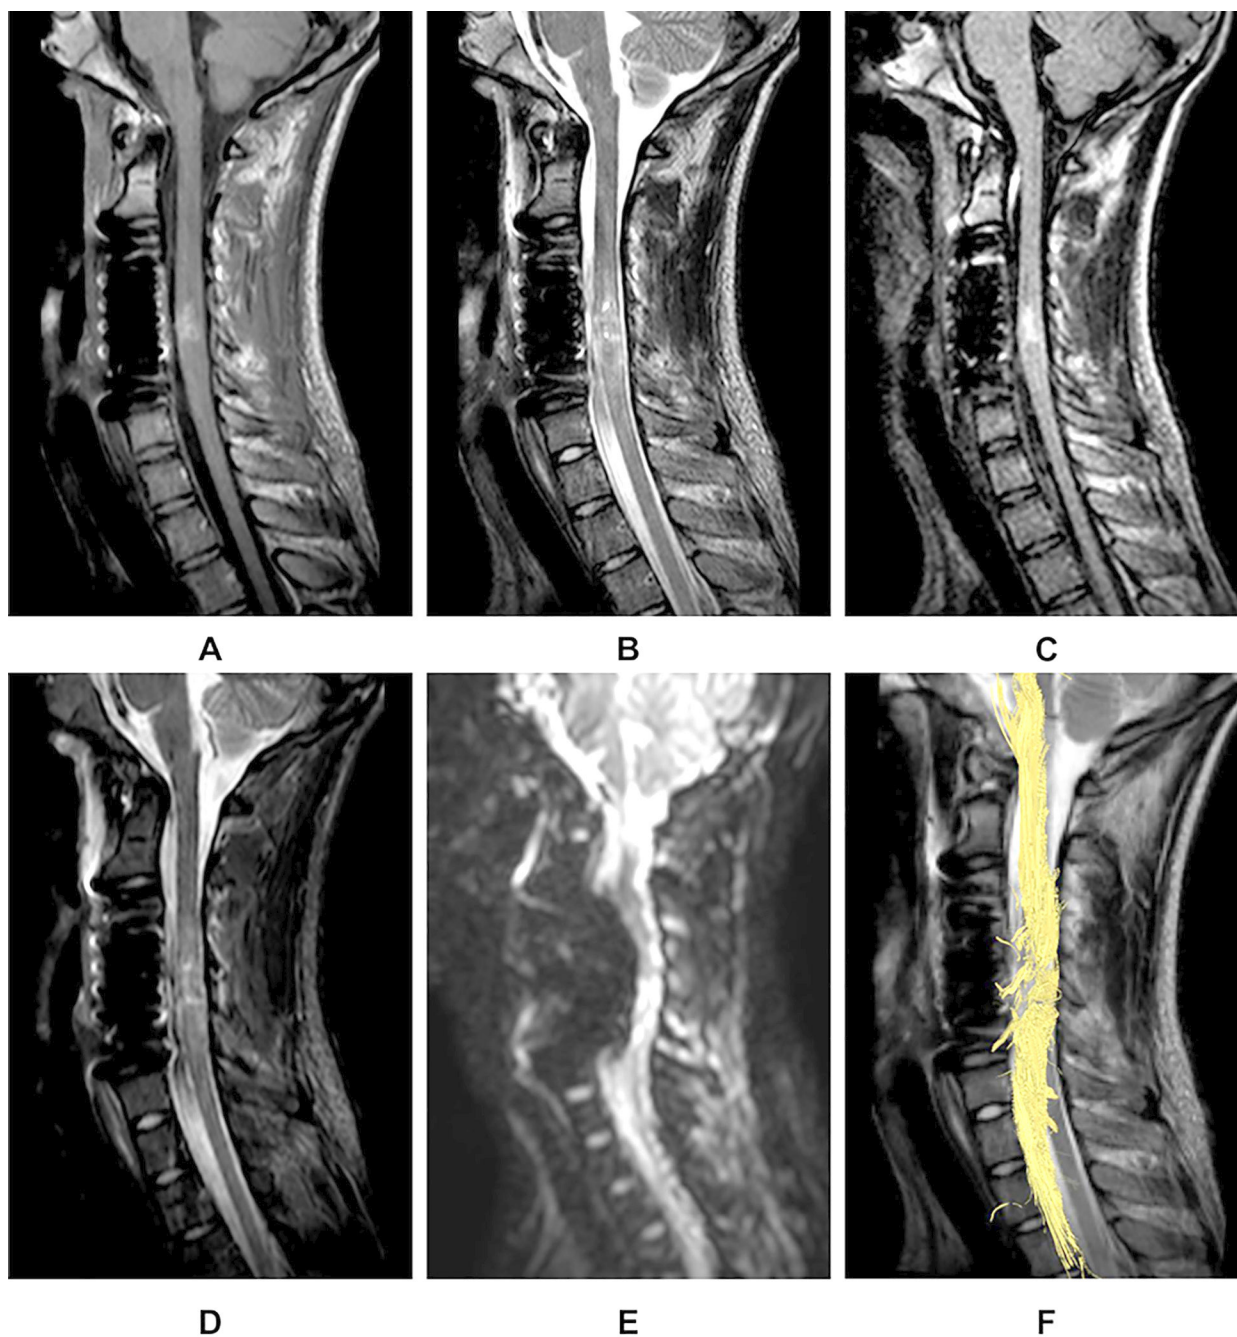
МРТ у режимах: А – T1W; Б – T2W; В – Flair; Г – Stir; Д – DWI; Е – 3D-трактограма
